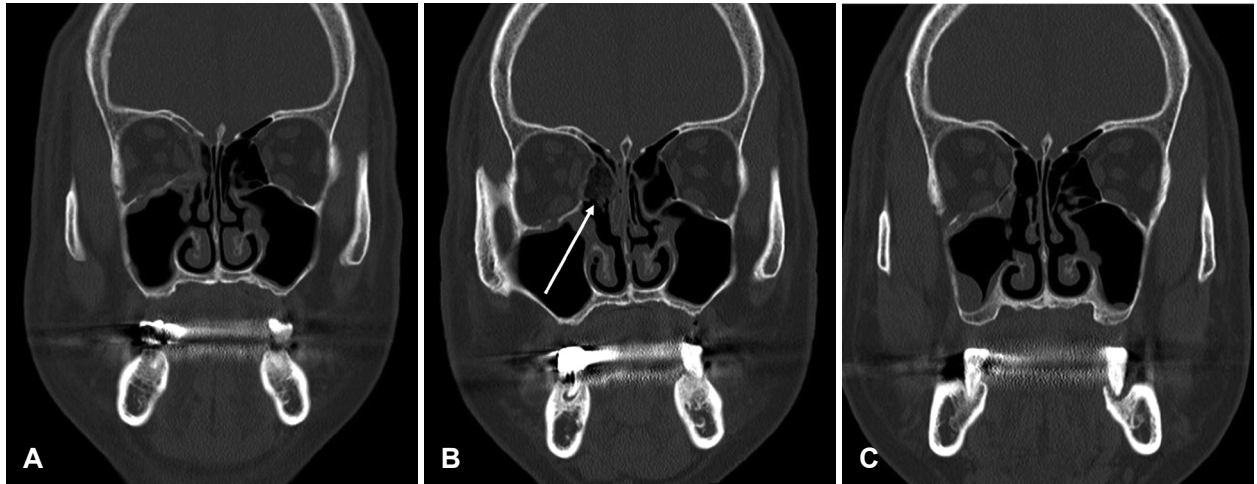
Preoperative, immediate postoperative, and postoperative 3 months CT images. A: Preoperative CT scan shows right medial orbital blowout fracture. B: Immediate postoperative CT scan shows well reduced orbital contents with nasal packing of Merocel in a glove finger (arrow). C: Postoperative 3 months CT scan shows well reduced status without bulging and sinusitis.
